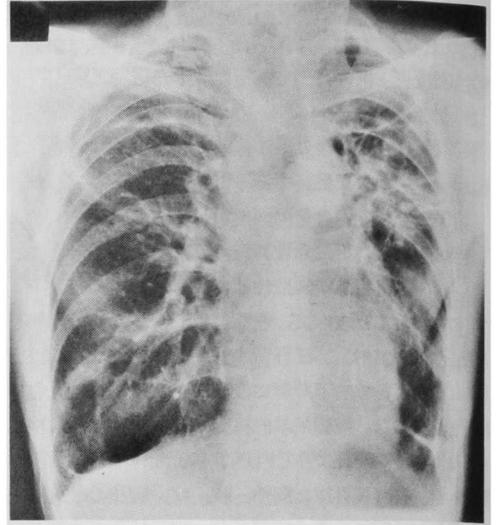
Roentgenogram of case No.1 (after treatment).
